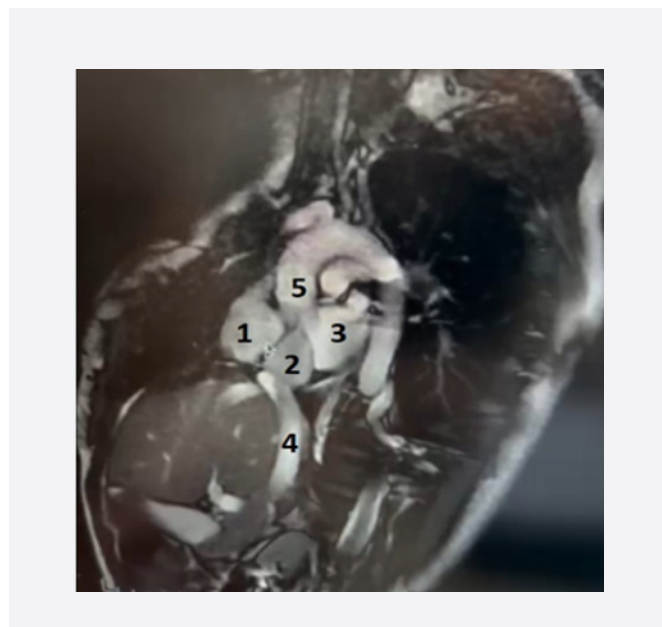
МРТ. Cor Fiesta. 1 – дистальная камера правого предсердия, 2 – проксимальная камера правого предсердия, 3 – полость левого предсердия, 4 – нижняя полая вена, 5 – аорта
